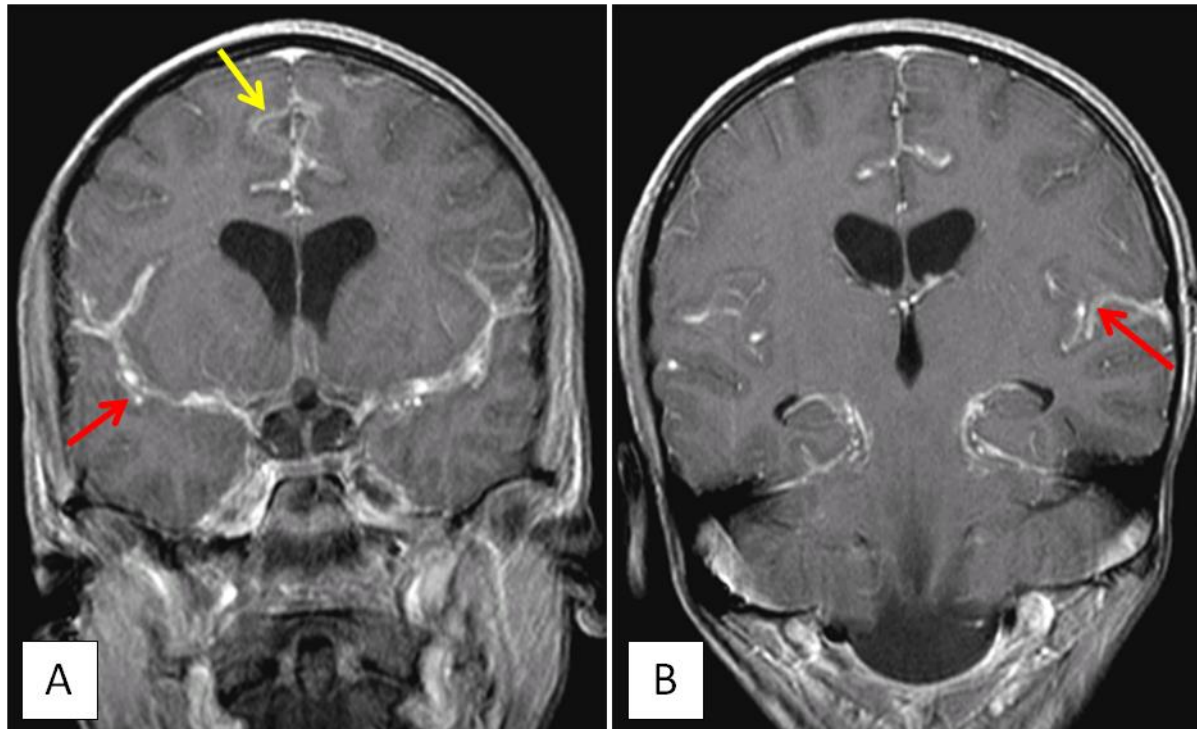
L'IRM cérébrale (T1 GADO) montre une prise de contraste leptoméningée des citernes de la base, des vallées sylviennes (flèches rouges : coupes coronales : A, B) et de la citerne supra-sellaire et des sillons corticaux (flèche jaune : A).
